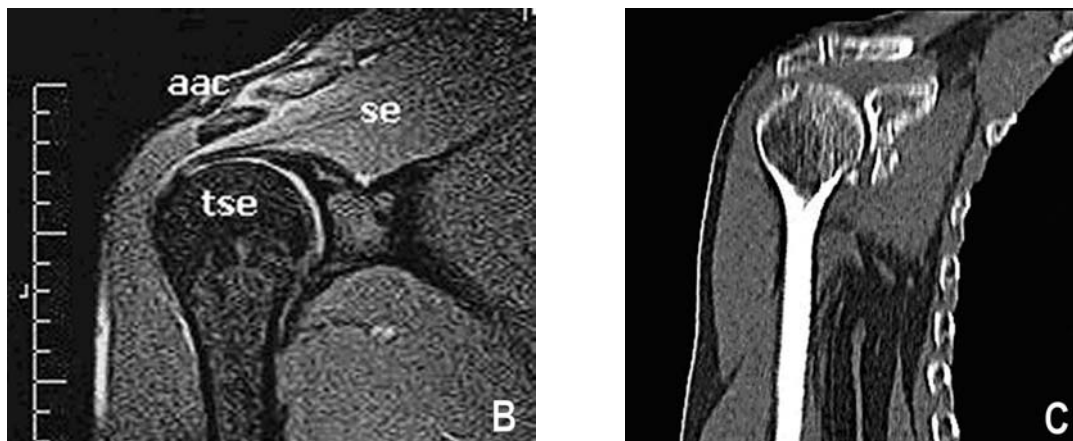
Imagen de Resonancia Magnética y 6C. Imagen de TC en reconstrucción coronal a nivel del espacio subacromial. (se = músculo supraespinoso, tse= tendón e inserción del m. se, aac= articulación acromioclavicular).
